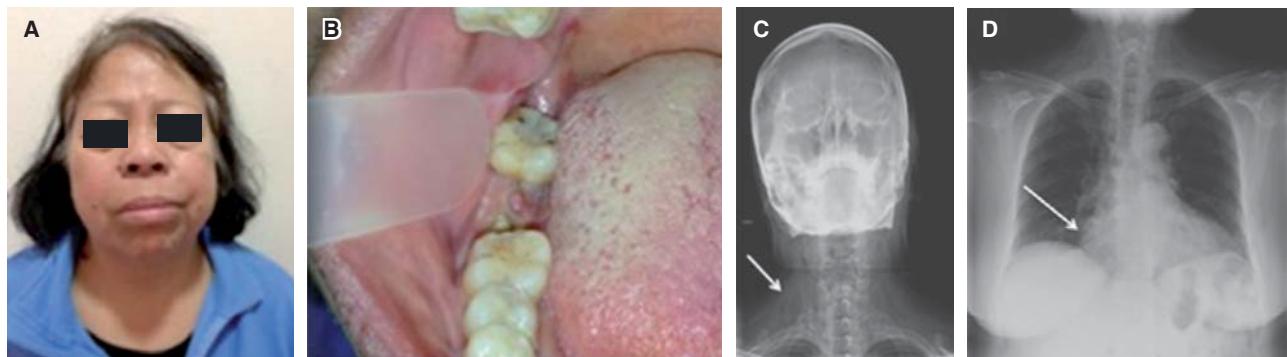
A. Fotografía clínica de la paciente, donde se observa tumefacción cervicofacial bilateral, mayor en el lado derecho. B. A nivel intraoral, se aprecian los restos radiculares en el cuarto cuadrante, sin otros hallazgos de interés. C y D. Radiografías de cuello y tórax. Se observan líneas radiolúcidas en el plano subcutáneo compatibles con enfisema (flecha) a nivel facial, cervical y torácico, además de signos sugerentes de neumomediastino (flecha).
